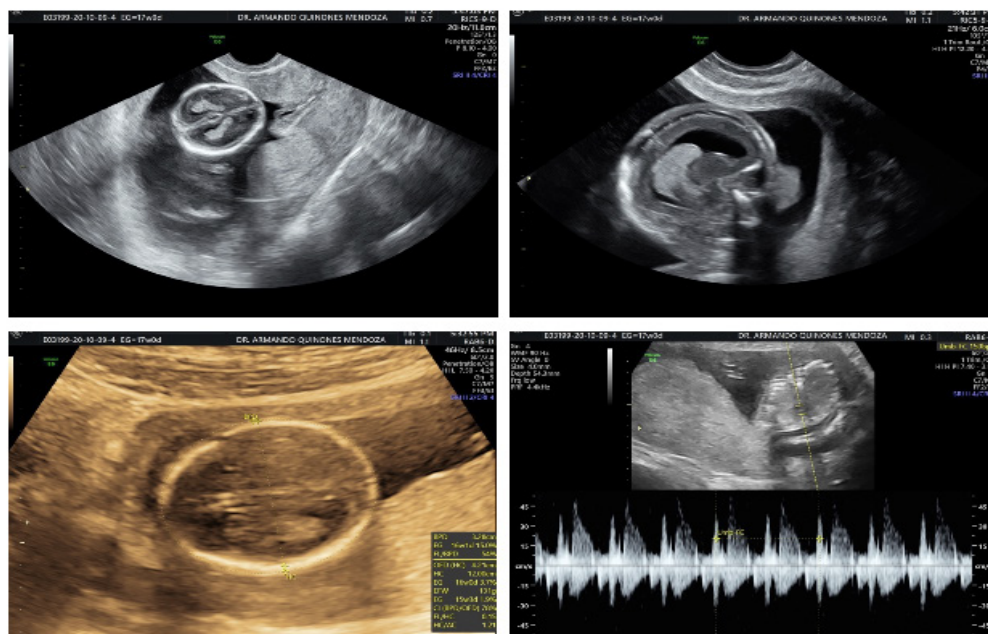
Ultrasonido con biometría fetal con 15.1 semanas.
